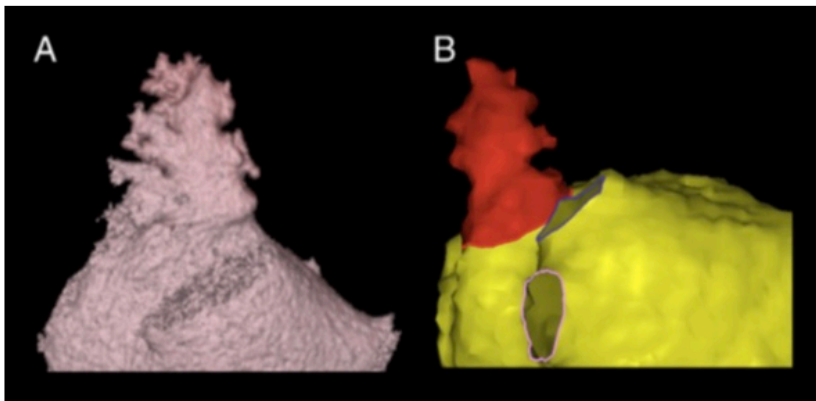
„Kaktus“-Typ (A) CT und (B) MRT (Di Biase et al. 2012). Die Verwendung erfolgt mit freundlicher Genehmigung von Elsevier.
